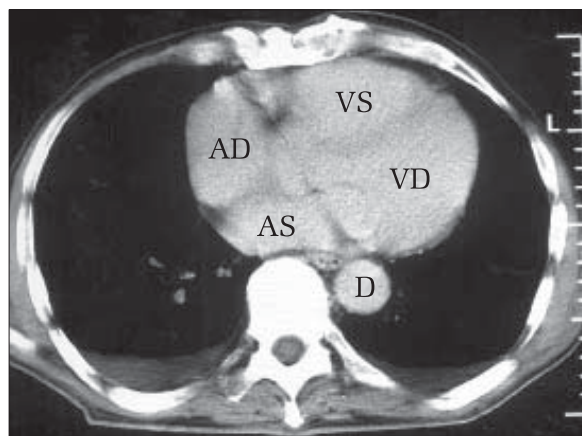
Secțiune axială CT la nivelul celor 4 camere. Se evidențiază: atricul stâng (AS), atricul drept (AD), ventriculul drept (VD), ventriculul stâng (VS), aorta descendentă (D).
